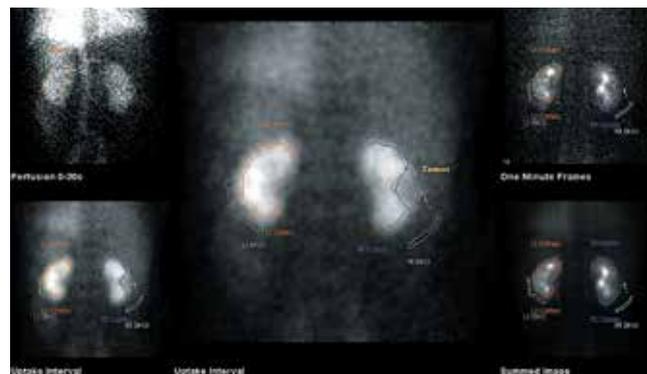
Динамическая нефросцинтиграфия: опухоль среднего сегмента правой почки
